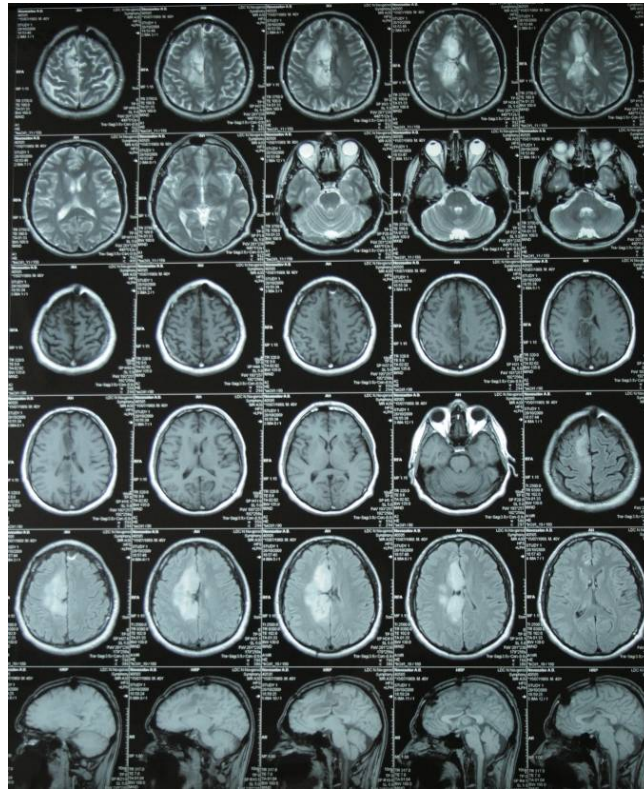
МРТ от 26.10.2009 г. Продолженный рост опухоли в медиальные отделы лобной и теменной долей справа. По сравнению с предыдущей МРТ-отрицательная динамика в виде увеличения размеров опухоли в медиальных отделах теменной доли
